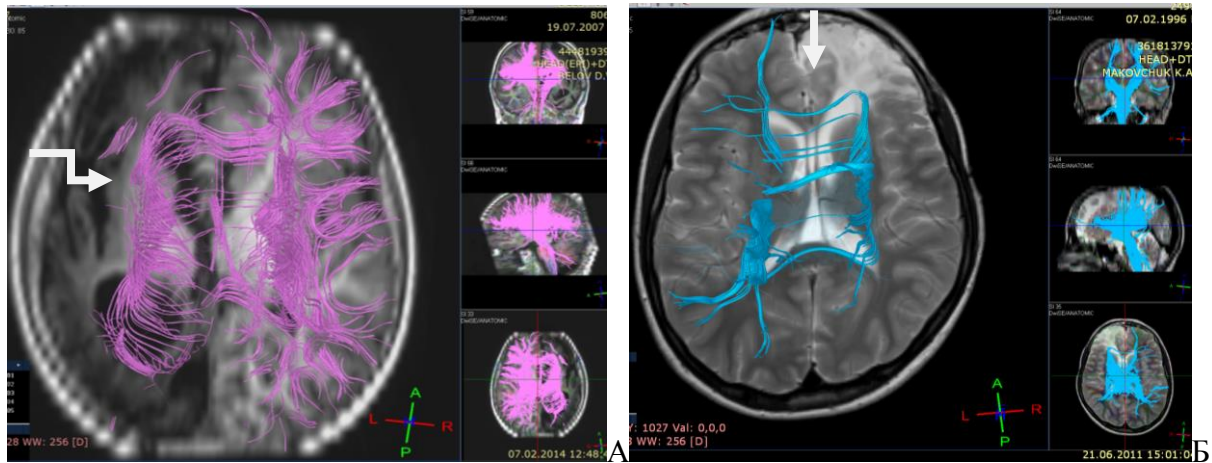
МРТ тракты. А. Больная Б., 8 лет. Ист. б. №2060-11. Обеднение трактов в зоне атрофических изменений левого полушария. Б. Больная М., 13 лет. Ист. б. №3214-09. Разрушение трактов в области кистозно-глиозных изменений правой лобной доли.
